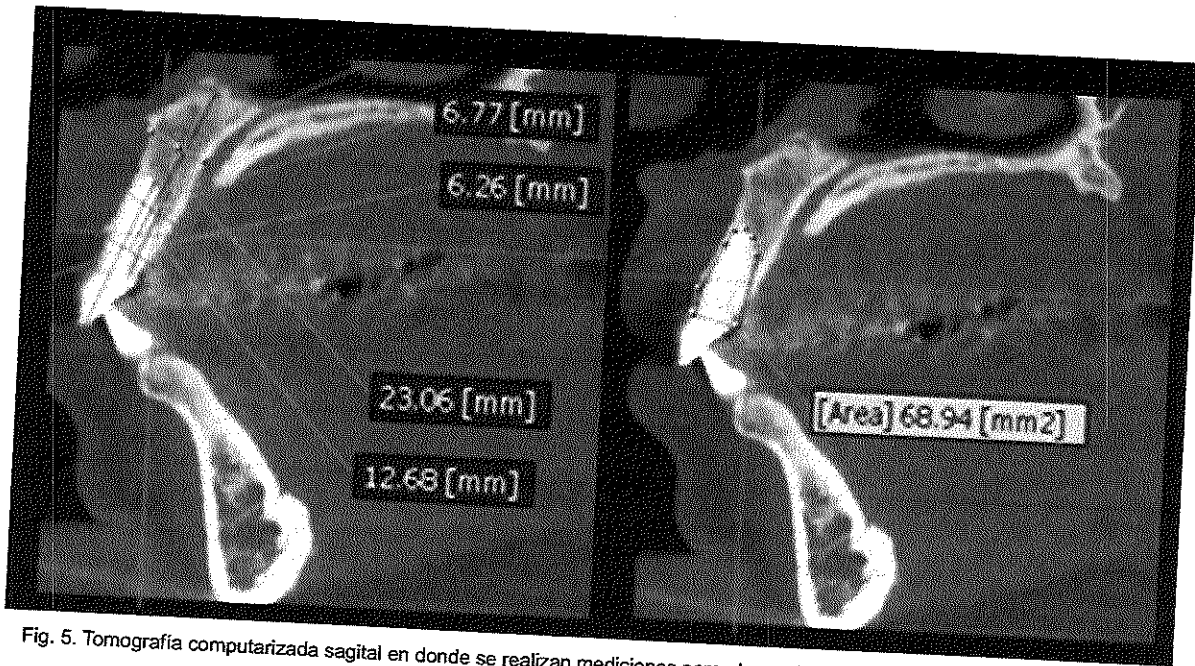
Tomografía computarizada sagital en donde se realizan mediciones para planeación de implante inmediato a la extracción.
